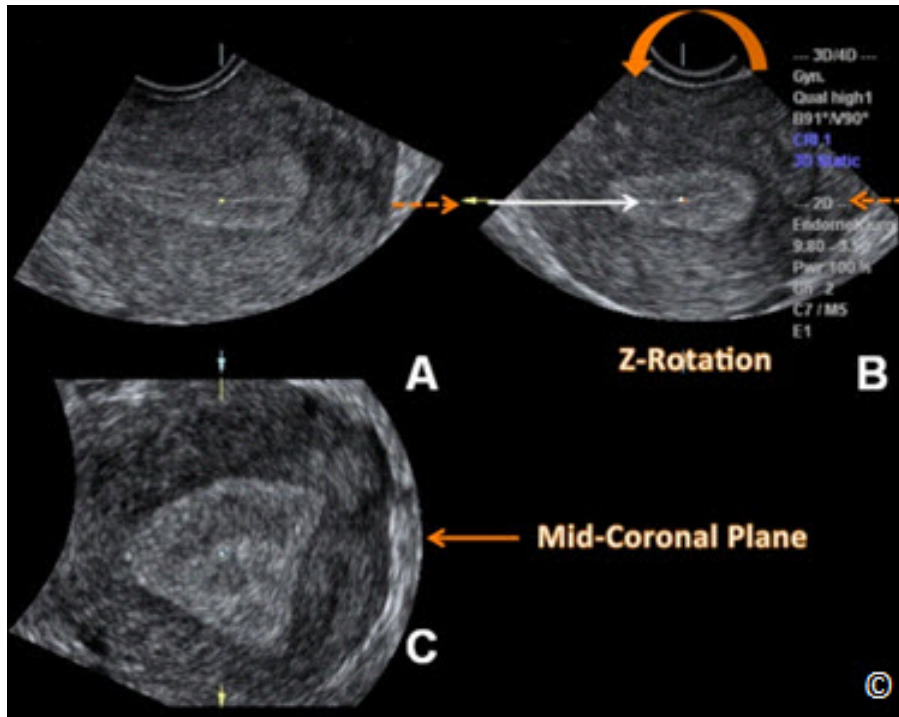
Volumen en 3D del útero (el mismo que en la Figura 11.22) en la visualización multiplanar. El cuarto paso en la técnica-Z consiste en alinear el eje largo del endometrio en el plano B a lo largo del eje horizontal (flechas discontinuas) girando el plano B a lo largo del eje Z (flecha curva). Obsérvese que el plano medio coronal se muestra en el plano C. La flecha blanca indica el punto de referencia / de rotación en el plano B. Modificado con permiso del Instituto Americano de Ultrasonido en Medicina (21).
